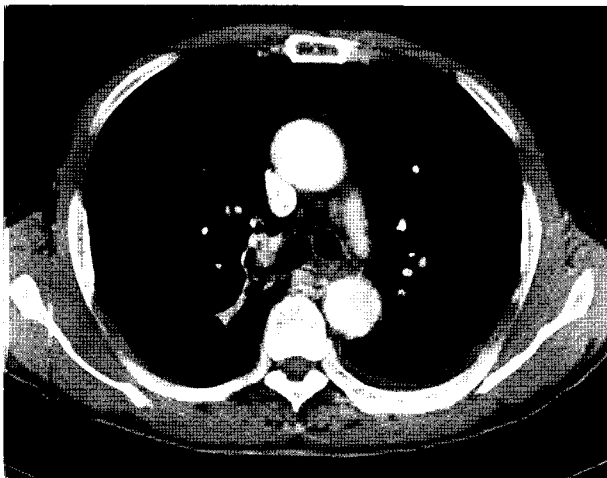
HRCT findings: A relatively well-defined endobronchial polypoid lesion at anterior wall of right upper is seen. The lesion reveals somewhat in homogeneous soft-tissue attenuation including suspicious degree of focal fat density, but not definite. Right upper lobar collapse and small amount of left pleural effusion are demonstrated.
